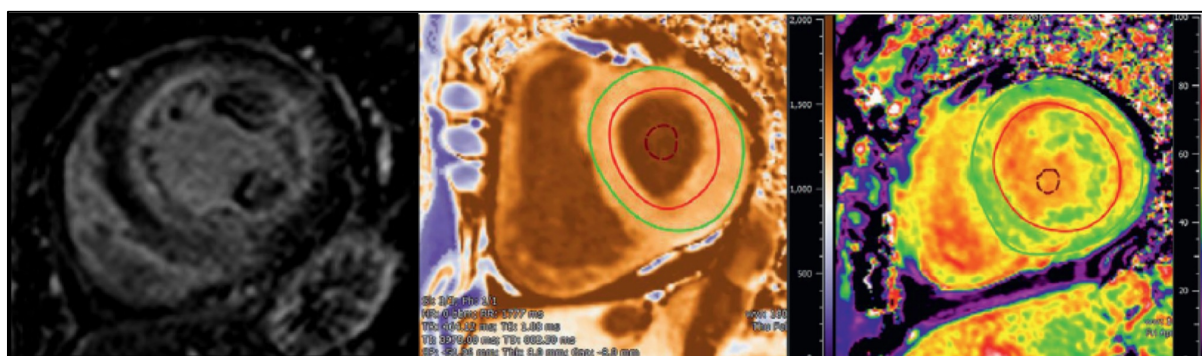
Caracterización tisular en la amiloidosis cardiaca con técnicas de resonancia magnética. Izquierda: patrón de realce tardío con gadolinio subendocárdico difuso; *imagen cedida por cortesía del Dr. Pablo Pazos López, Servicio de Cardiología del Hospital Álvaro Cunqueiro de Vigo.* Centro: ejemplo de mapa de T1 nativo. Derecha: ejemplo de mapa de volumen extracelular; *tomado de Dorbala S, et al. JACC Cardiovasc Imaging. 2019. doi: 10.1016/j.jcmg.2019.07.015.*
